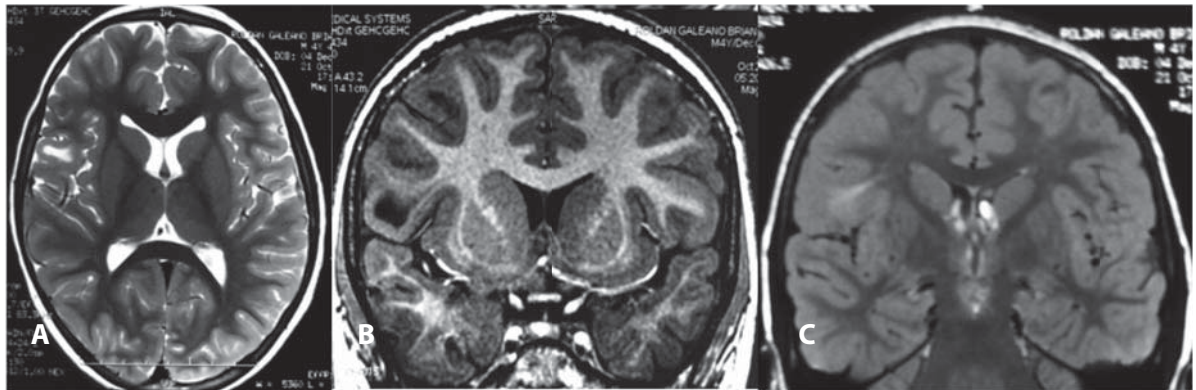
Displasia cortical focal tipo II. RM de cerebro. A. Corte axial en secuencia T2: señal de límites hiperintensa en la sustancia blanca subcortical fronto-opercular derecha con ligera expansión de la circunvolución correspondiente. B. Corte coronal en secuencia T1: la imagen se observa con señal marcadamente hipointensa. C. Corte coronal en secuencia FLAIR: la lesión tiene márgenes borrosos y una extensión lineal subcortical hacia el ángulo súpero-lateral del ventrículo lateral subyacente.
